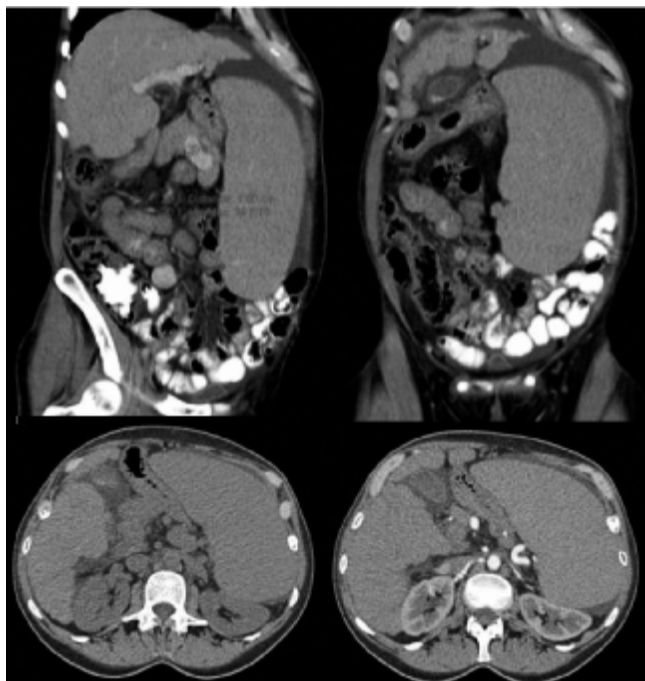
Tomografía axial computarizada simple.
